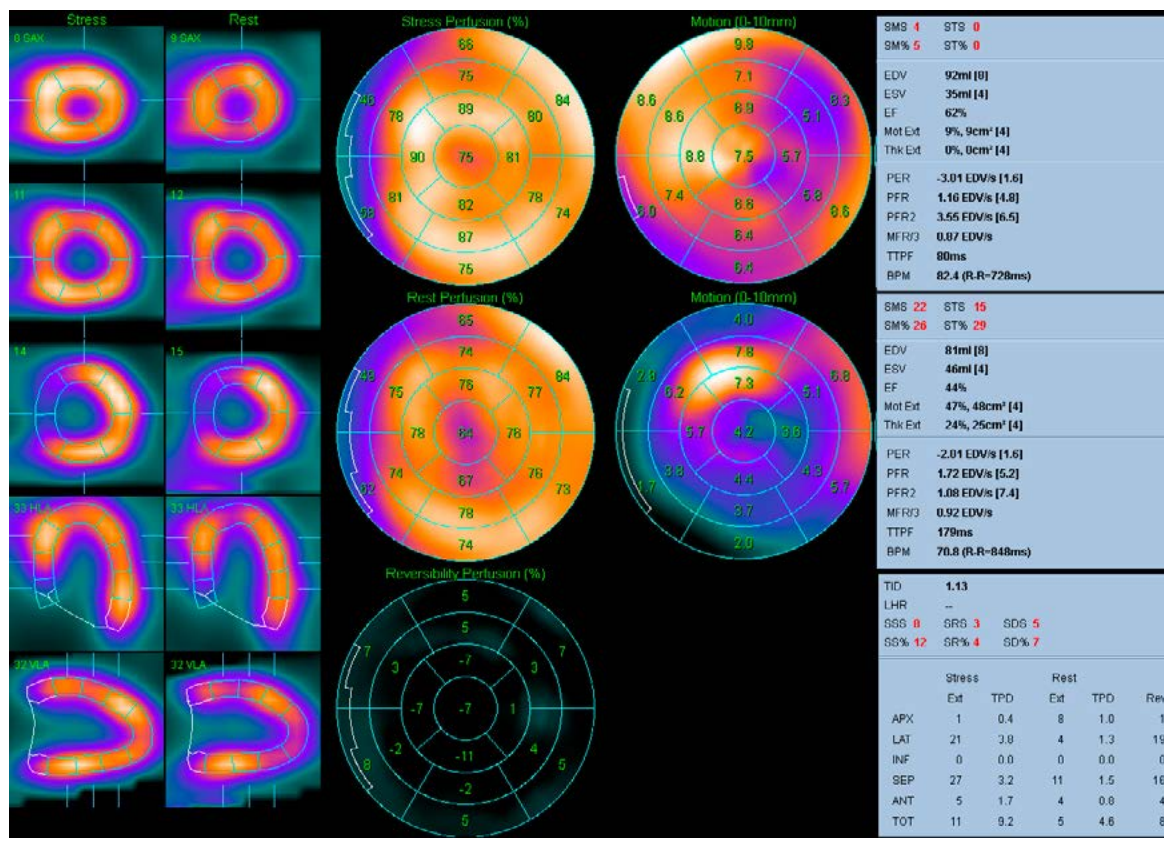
Данные перфузионной ОЭКТ миокарда у пациента Щ. в динамике на 12-13 сутки после ОИМ. Стабильных и преходящих дефектов перфузии не выявляется, сократительная функция ЛЖ после нагрузки не снижена, отмечается остаточный гипокинез в зоне острого повреждения, скорее всего обратимый.
